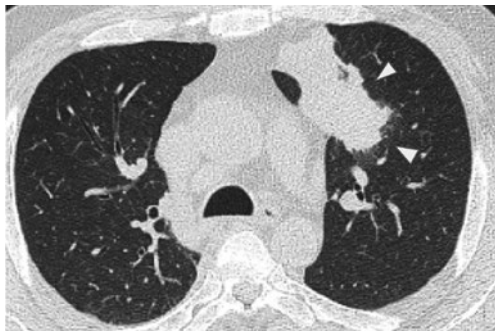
Chest CT on admission shows a mass lesion in S<sup>3</sup> of the left-sided lung.
